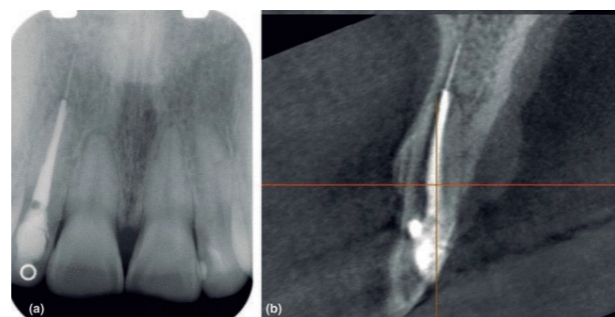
Radiografía periapical que muestra una lima en el incisivo lateral. CBCT (B) muestra la ubicación exacta del instrumento.
